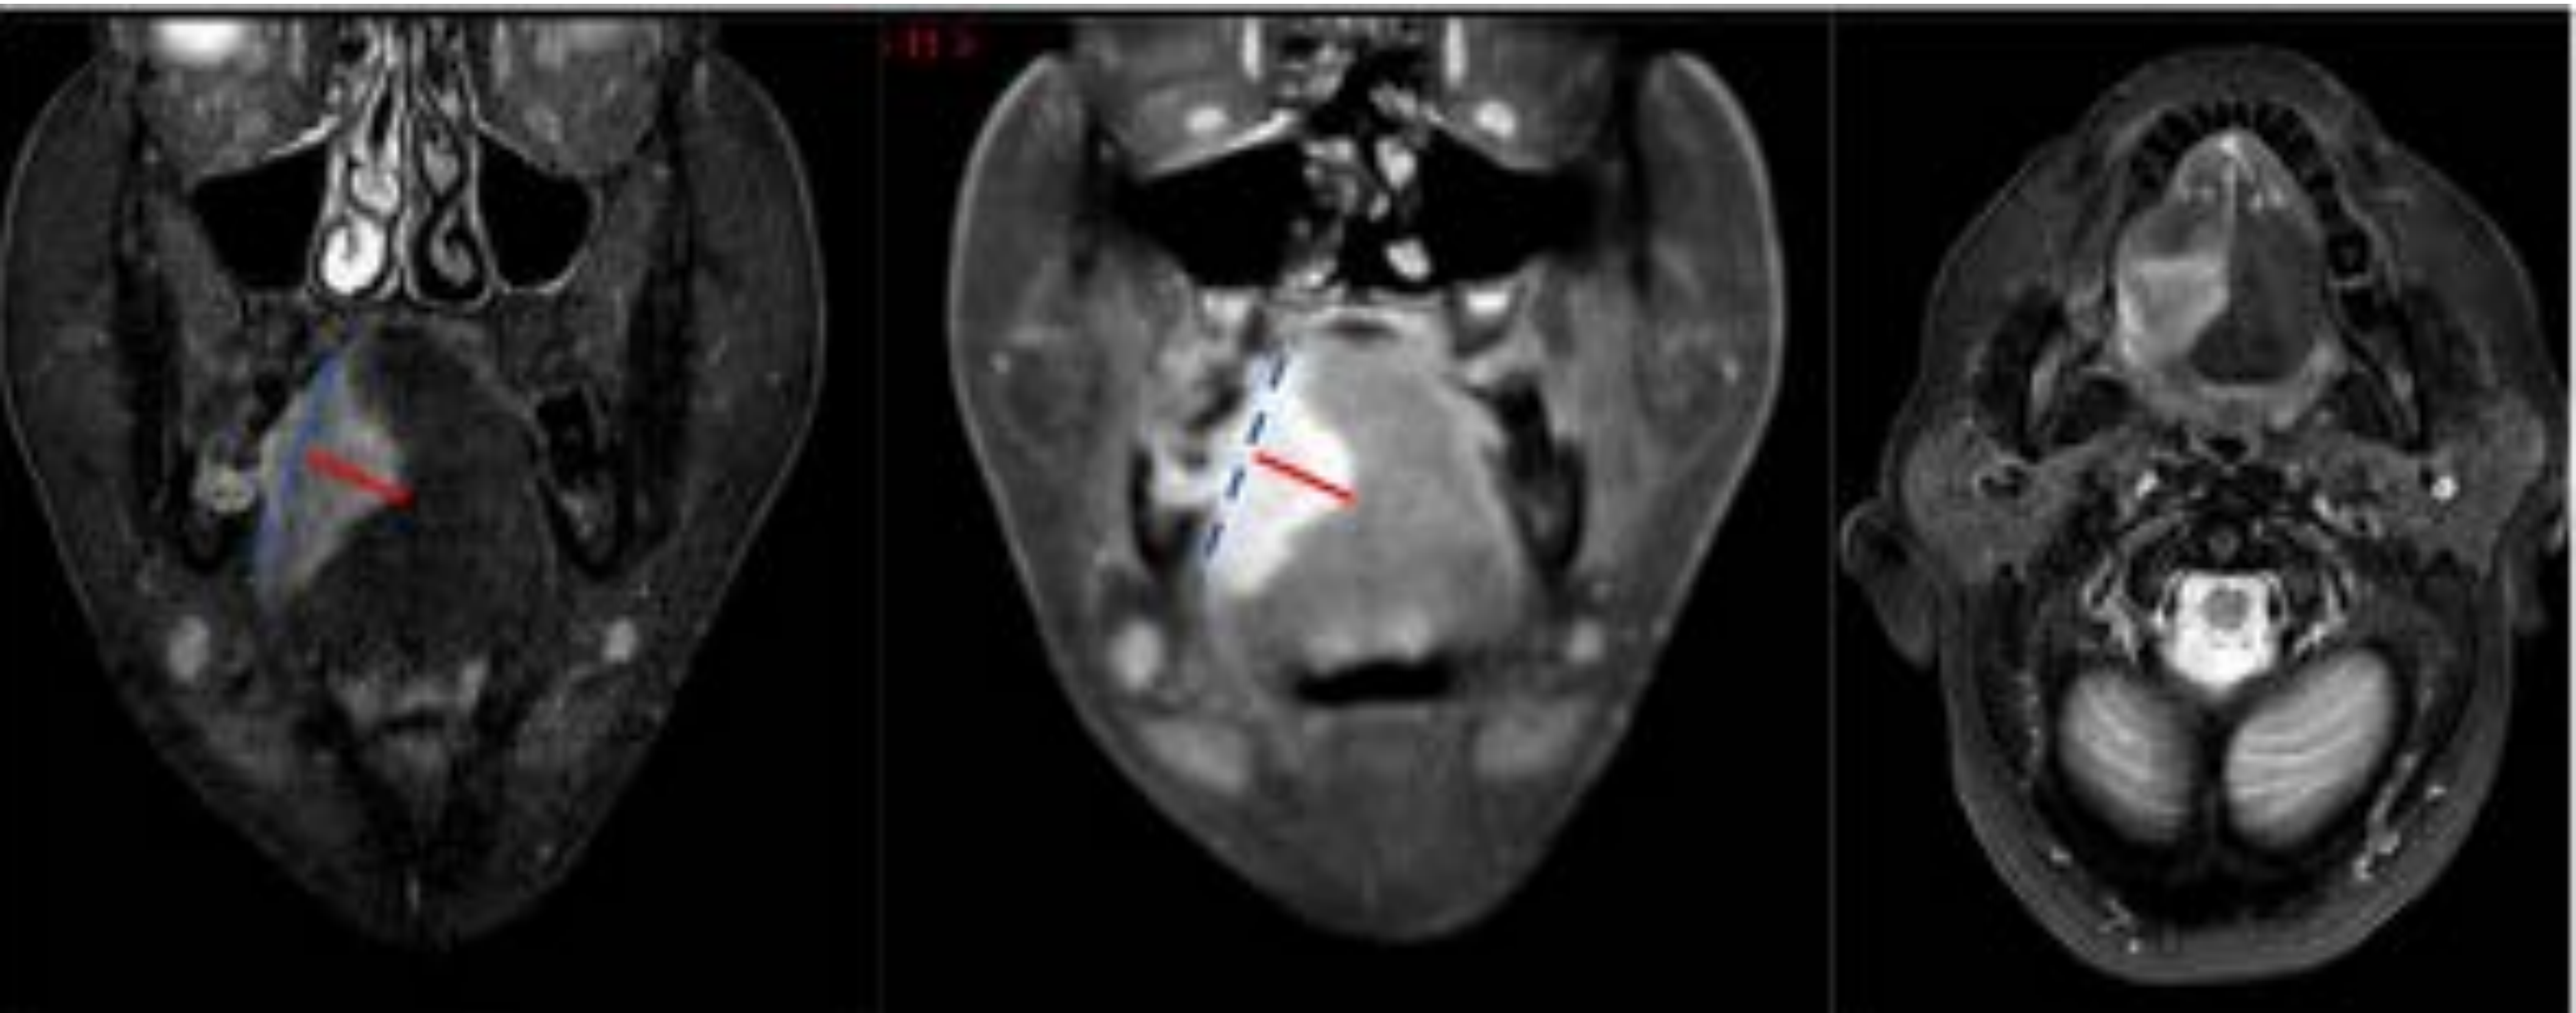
RM axial y coronal STIR y axial T1 con contraste y supresión grasa que muestra una lesión en el borde de la hemilengua derecha que correspondió a un carcinoma escamoso. El tamaño máximo del tumor es de 3.7 cm. En la 7º Edición del TNM de Tumores de Cabeza y Cuello corresponde a T2. Muestra un DOI de 24 mm, así que en la 8º Edición corresponde a T3. Fuente: HUSC.
